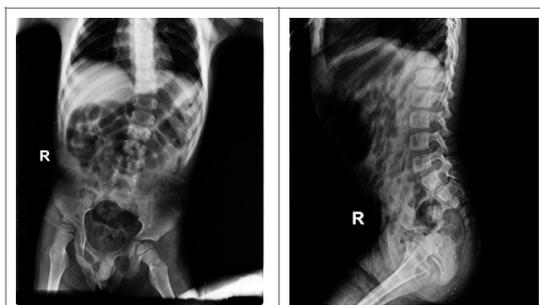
radiografías final de sesiones: se observa disminución de la escoliosis, y disminución de la hiperlordosis lumbar.
